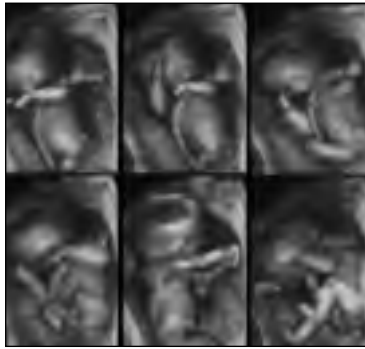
4D ultrasound sequence of the fetus at 12 weeks of gestation showing general movements. The complex movements of the limb, trunk and head are clearly visible and cause a shift in fetal position. In the first sequence, the right hand is flexed in elbow joint. In the next sequence, the fetus raised the hand and began to deflect in elbow joint. In the last sequence, further elevation of hand is seen
